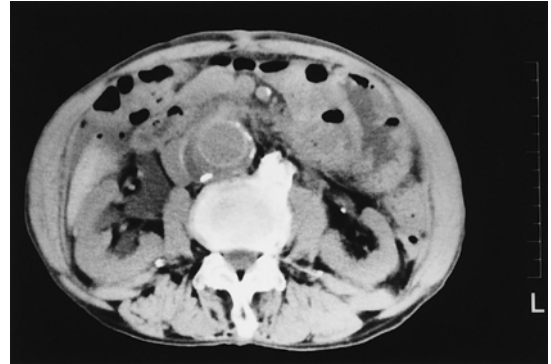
Abdominal CT scan reveals right hydronephrosis (case 3)
